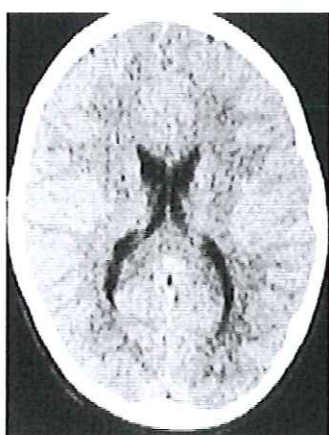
Tomografía normal
